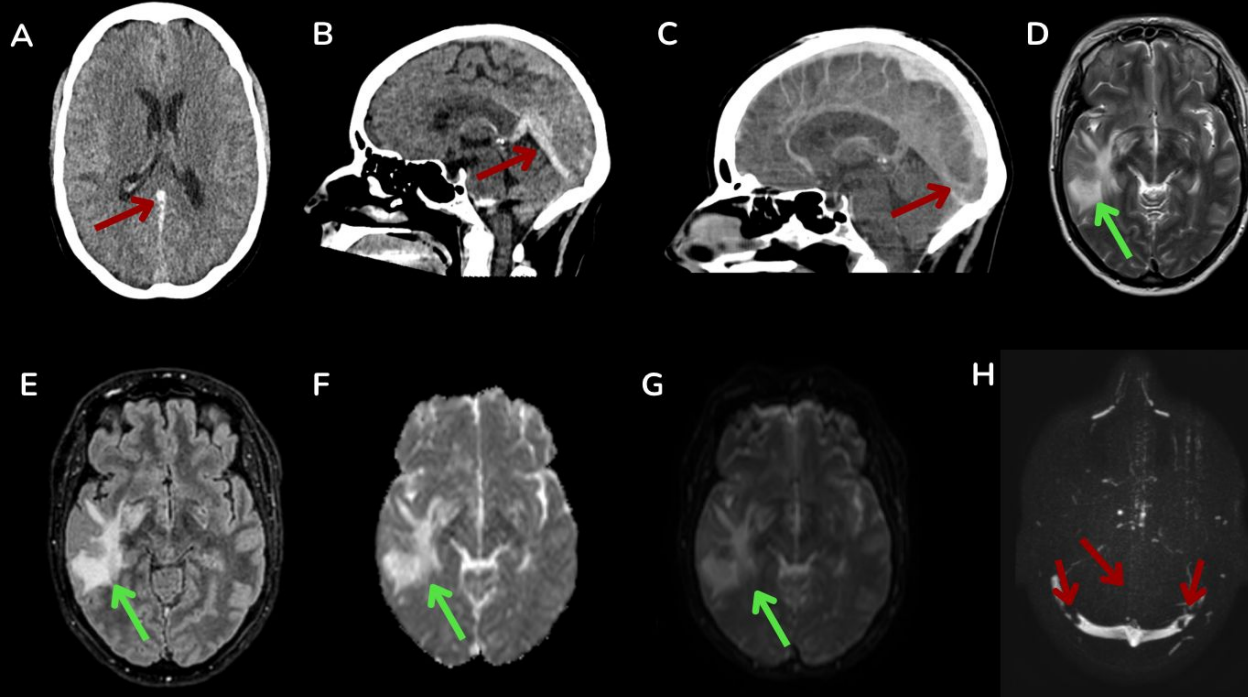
(A, B) TC craneal que muestran hiperdensidad del seno recto (flechas rojas). (C) Venografía por TC que demuestra un defecto de repleción en el seno recto (flecha roja). (D) RM ponderada en T2, (E) RM FLAIR, (F) mapa ADC y (G) DWI que muestran hiperintensidad subcortical temporal derecha (flecha verde), compatible con edema vasogénico. (H) Angiografía por RM con contraste que demuestra defectos de repleción en ambos senos transversos y en el seno recto (flechas rojas).
